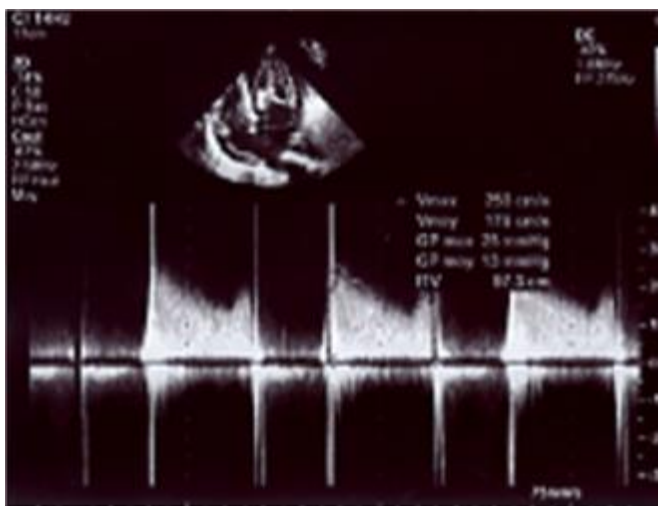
mesure du gradient moyen au doppler.
